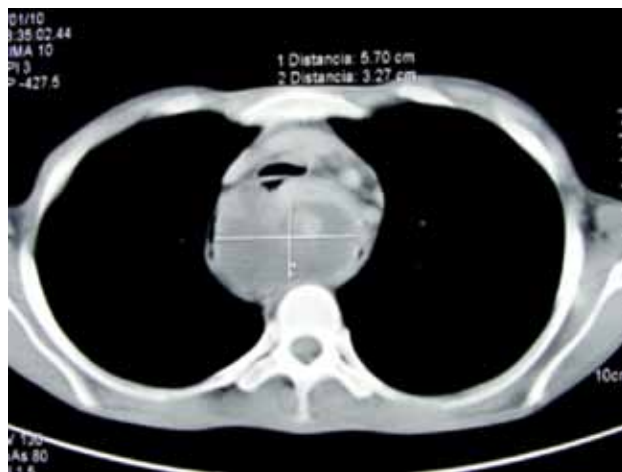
Tomografía axial computada con imagen nodular que se origina a nivel del mediastino superior y se extiende al mediastino posterior.
